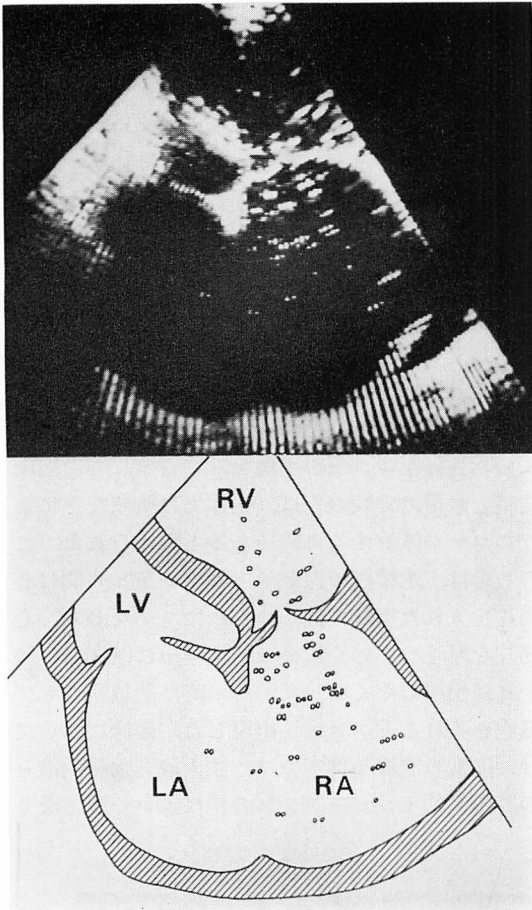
Cross-sectional contrast echocardiography obtained by the injection of 5% glucose into a peripheral vein.
